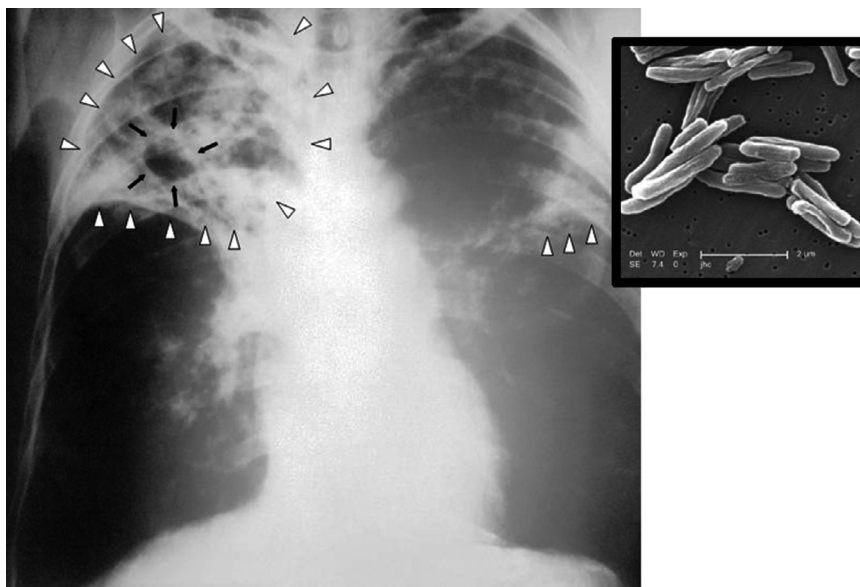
A tuberculose é uma doença infecciosa causada pela micobactéria *Mycobacterium tuberculosis* (à direita). Atinge principalmente os pulmões e, em estágio avançado, pode provocar cavidades nesses (observe o destacado, na radiografia à esquerda). Mas pode atingir outros órgãos, como o fígado e os rins.
